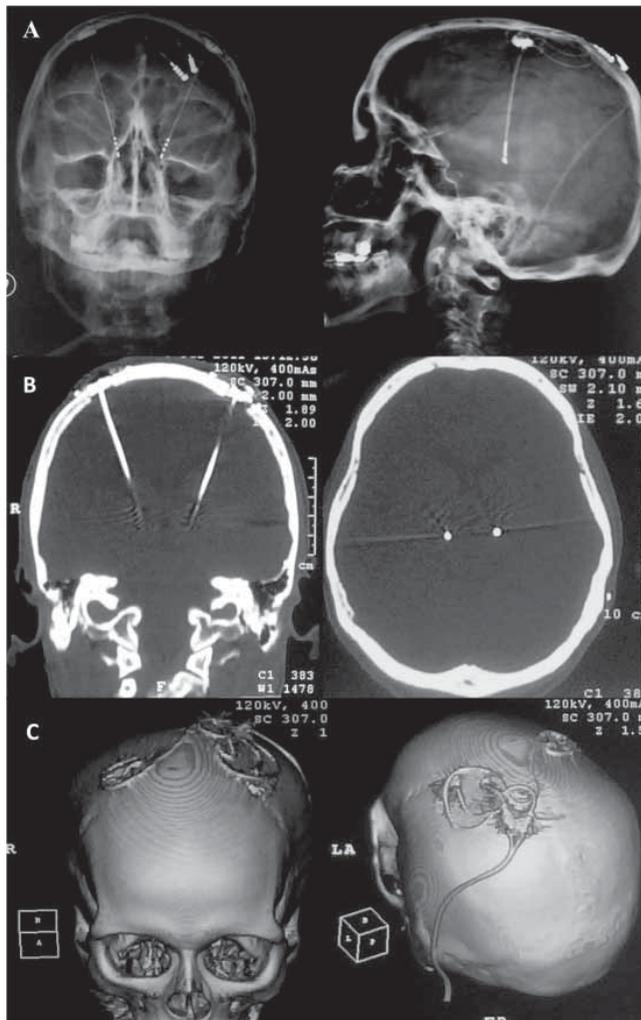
Imágenes de un paciente implantado con ECP en el Centro Neurológico ABC, diferente al caso presentado. (A) Radiografía de cráneo AP y lateral izquierda que muestran la posición final de los electrodos, en el extremo proximal se pueden distinguir los anillos que generan los campos eléctricos y la manera en que salen del cráneo. (B) Tomografía computada de cráneo que muestra a los electrodos en un plano coronal y axial con el extremo distal justo por encima del mesencéfalo, abocados bilateralmente en los STN. (C) Reconstrucción 3D de una tomografía computada de cráneo en este paciente con estimuladores bilaterales. STN: Núcleo subtalámico.
